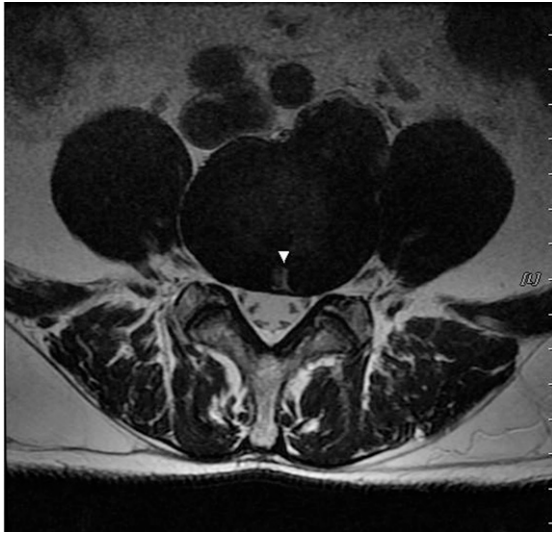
L-spine MRI(L4-5 axial view,14.05.24)
